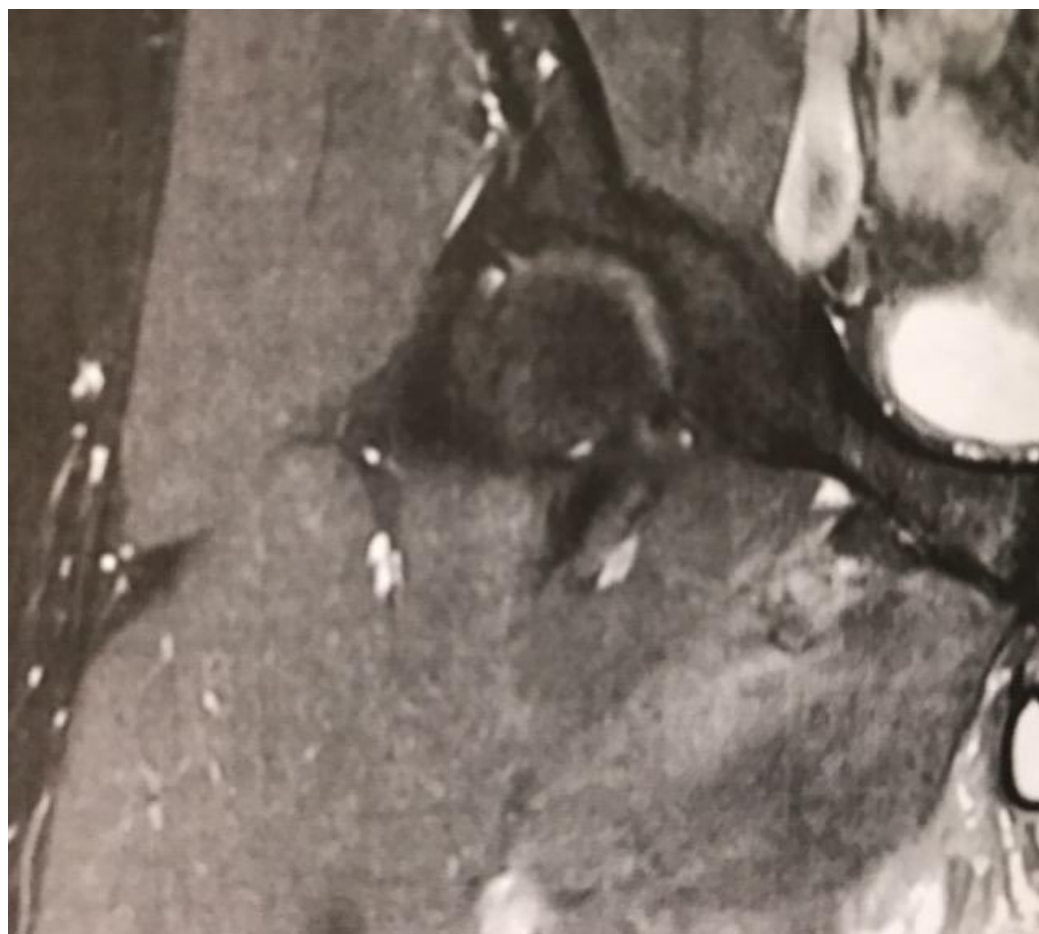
Ressonância nuclear magnética pós-operatória para certificação da ressecção completa do fragmento ósseo heterotópico.
